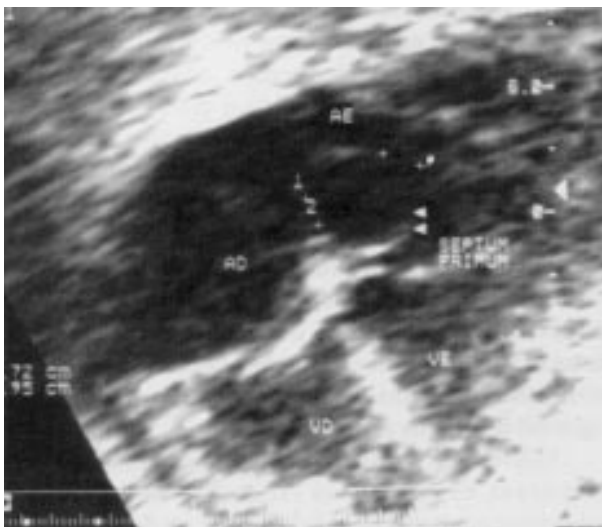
Ecocardiograma fetal, mostrando a membrana da fossa oval (septum primun) protrindo para o interior do átrio esquerdo. O índice de redundância é de 0,7.
